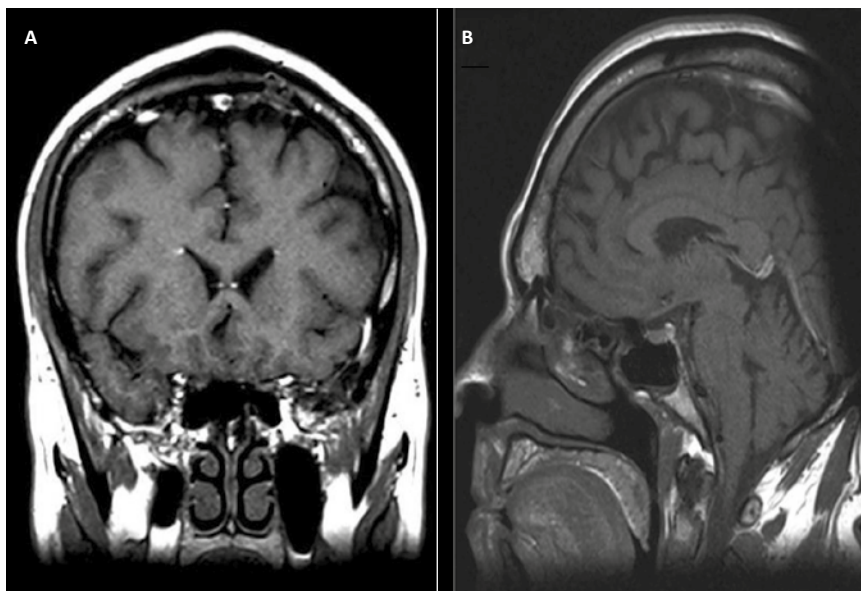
Resonancia de encéfalo con atrofia a nivel fronto-temporal. Ponderación T1. Corte coronal y sagital.
